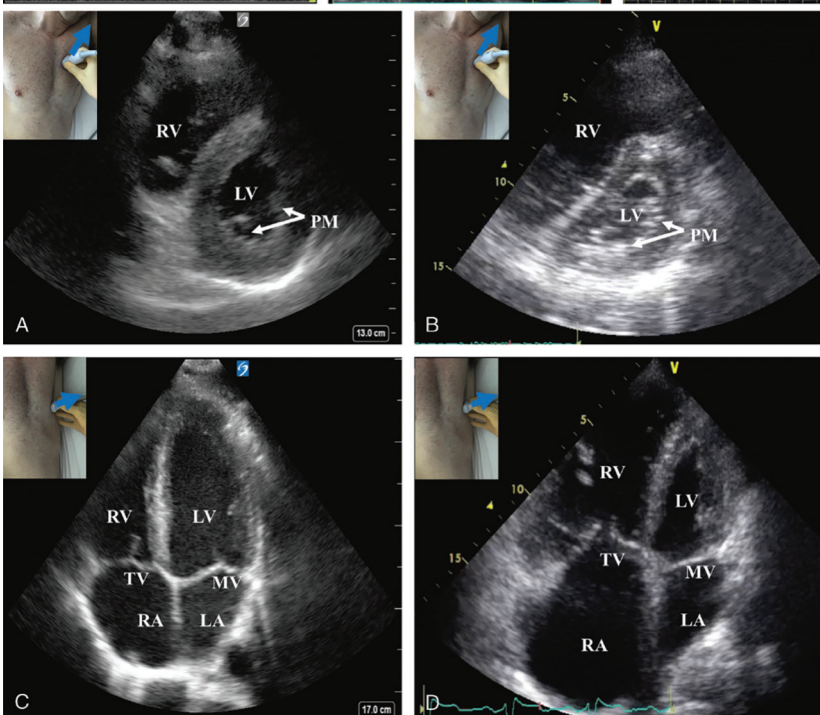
Embolie Pulmonaire (EP) massive. Vues parasternale court axe (PCAX) et apicale 4 cavités (4C). A, vue PCAX normale. B, vue PCAX présentant des signes de surcharge barométrique aiguë du côté droit avec une forme en « D » du ventricule gauche, décrite en cas d'EP massive. C, vue apicale 4C normale. D, vue apicale 4C avec des signes de surcharge volumétrique aiguë du côté droit (VD et OD dilatés), fermeture incomplète de la valve tricuspide et VG/OG de petite taille. PM : muscles papillaires. D'après Haskins *et all.* 2017.
